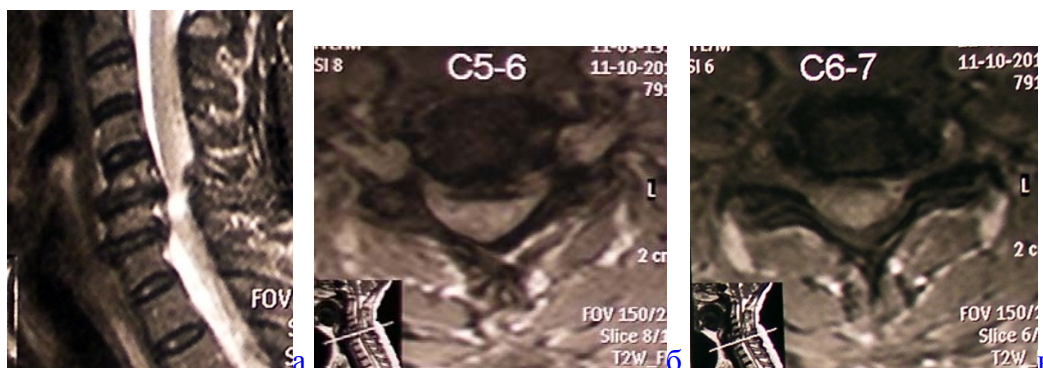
МРТ шейного отдела позвоночника и спинного мозга пациентки: грыжи МПД на уровне C₅-C₆-позвонков (б) и C₆-C₇-позвонков (в) с компрессией спинномозговых корешков и позвоночного канала на данном уровне (а)
